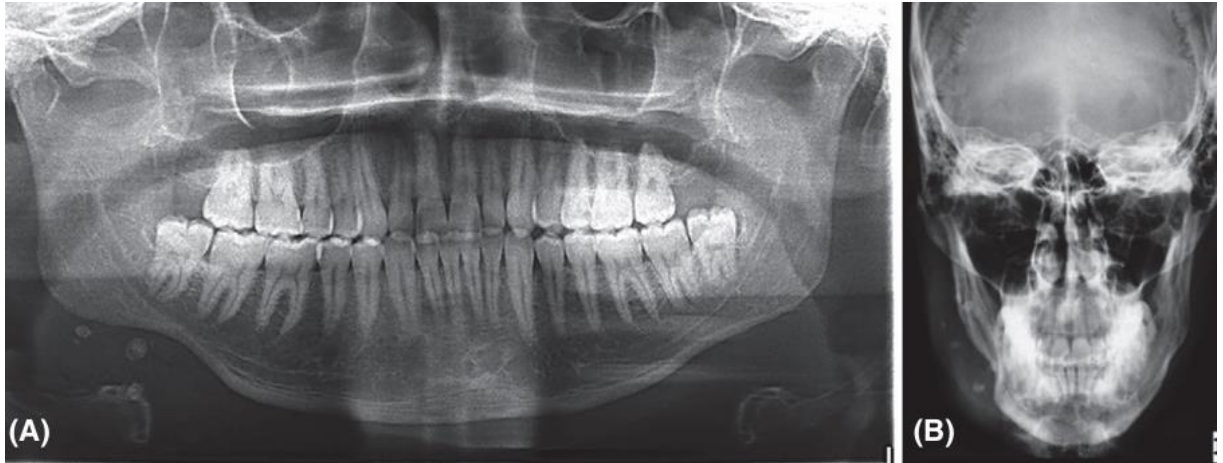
A) Radiographie panoramique post opératoire / B) Teleradiographie de face post opératoire(14)
